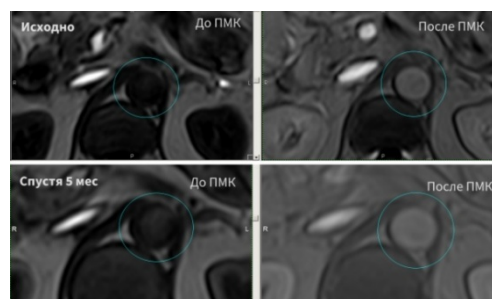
Динамика картины МРТ в T1- взв. режиме с парамагнитным контрастным усилением у пациентки с распространенным атеросклерозом аорты и ее ветвей и артериальной гипертензией, не получавшей мексидол в промежутке между исходным и контрольным исследованием. Аорта выделена на всех поперечных срезах окружностью. Картина ПМК практически неизменна исходно и спустя 5 мес. Отмечается расширение диаметра аорты за время наблюдения на 1-1,5 мм
